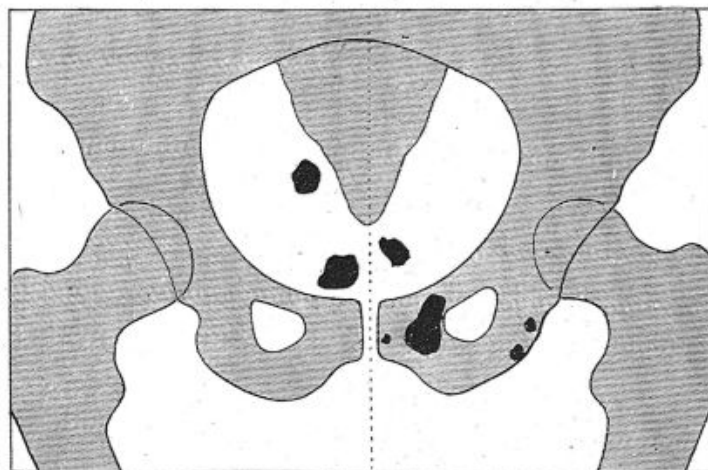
Radiographie d'éclats d'obus intrapelviens dont deux avaient été à tort localisés dans la vessie. Cystoscopie négative.
